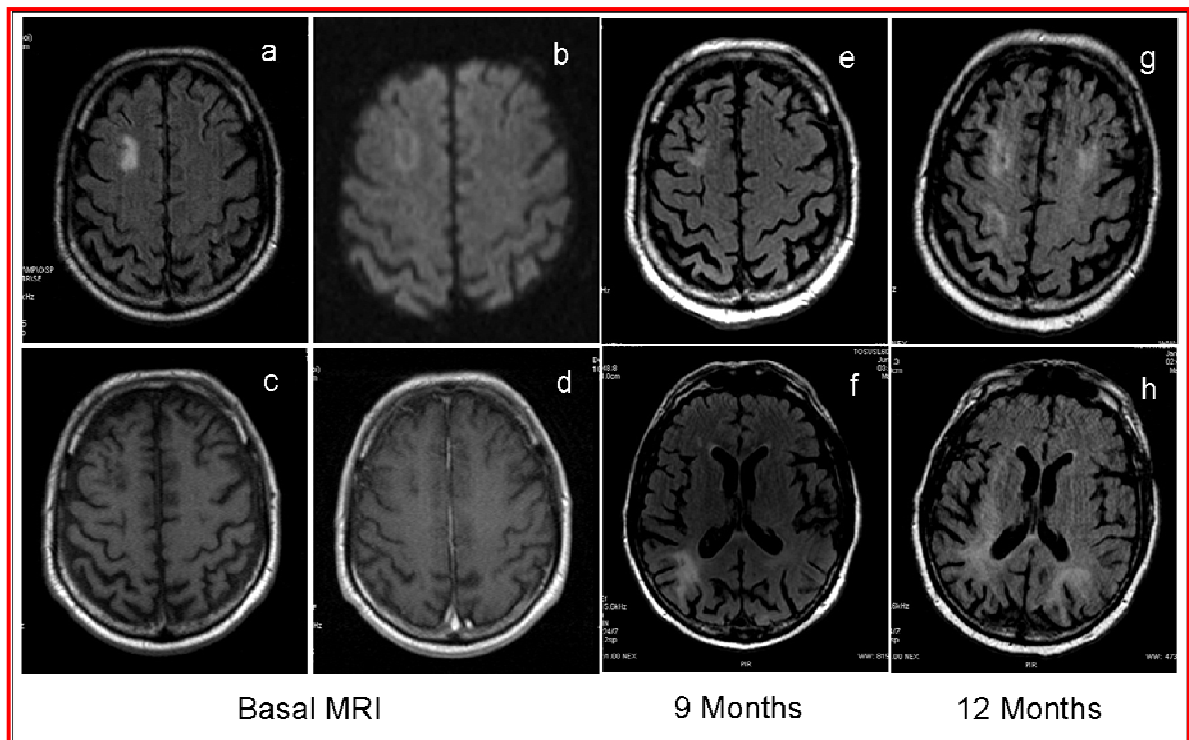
RMI nel caso 5. La prima RM (Dicembre 2007) ha rilevato una lesione frontale sinistra iperintensa omogenea del centro semiovale tramite immagine assiale FLAIR (a) corrispondente ad un'area ipointensa (c) non-captante (d) all'immagine pesata T1. L'immagine DWI (b) della stessa lesione mostra un nucleo centrale di ipointensità delimitato da un segnale ad elevata intensità che suggerisce una lesione demielinizzanti causata probabilmente alla PML. Nove mesi dopo, la lesione sinistra frontale mostrava a una riduzione delle dimensioni con caratteristiche atrofici che coinvolgono il giro dentato (e). Nonostante ciò, lesioni analoghe della materia bianca che coinvolgono anche le fibre sottocorticali "U" con aspetto "scaloped", si sono sviluppate nei lobi temporale sinistro e parietale (f). Le lesioni della materia bianca sono diventate progressivamente multiple e confluenti, coinvolgendo asimmetricamente entrambi gli emisferi cerebrali come mostrato nelle immagini assiali FLAIR ottenute 12 mesi dopo (g-h).
